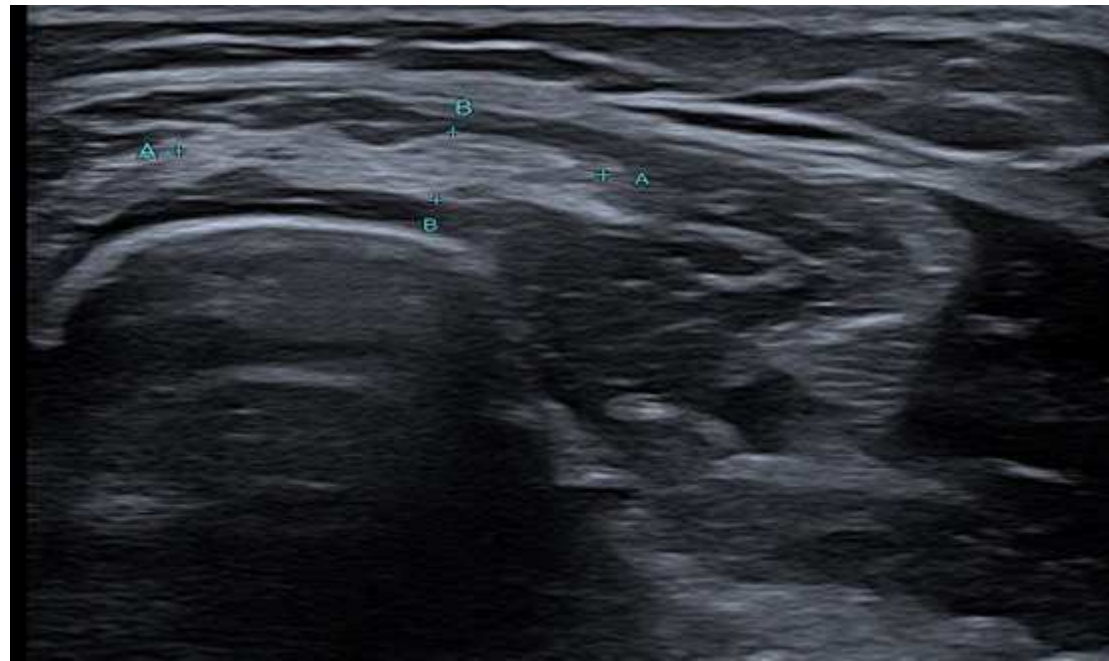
Ecografía que demuestra la presencia de una banda hiperecogénica adyacente al radio donde previamente asentaba la malformación venosa y que es sugestiva de cambios fibróticos post-tratamiento
